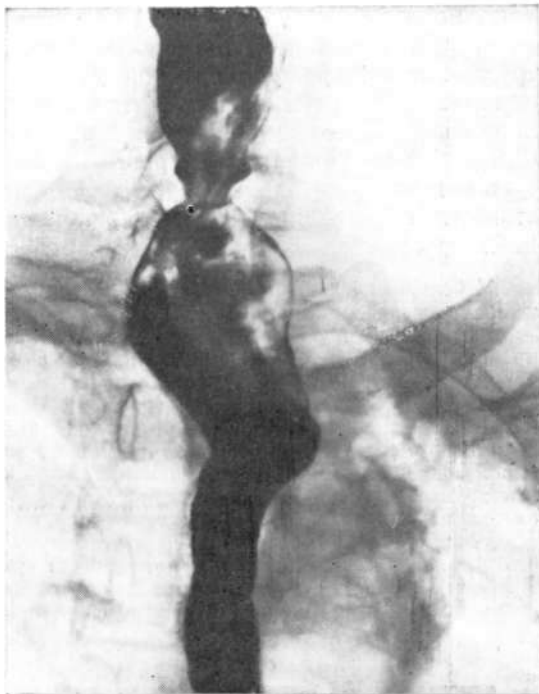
Рентгенограмма пищевода в правой косой проекции. Пищевод на уровне верхних сегментов расширен, не спадается, содержит много слизи, стенки его фиксированы, складки слизистой оболочки не определяются.
